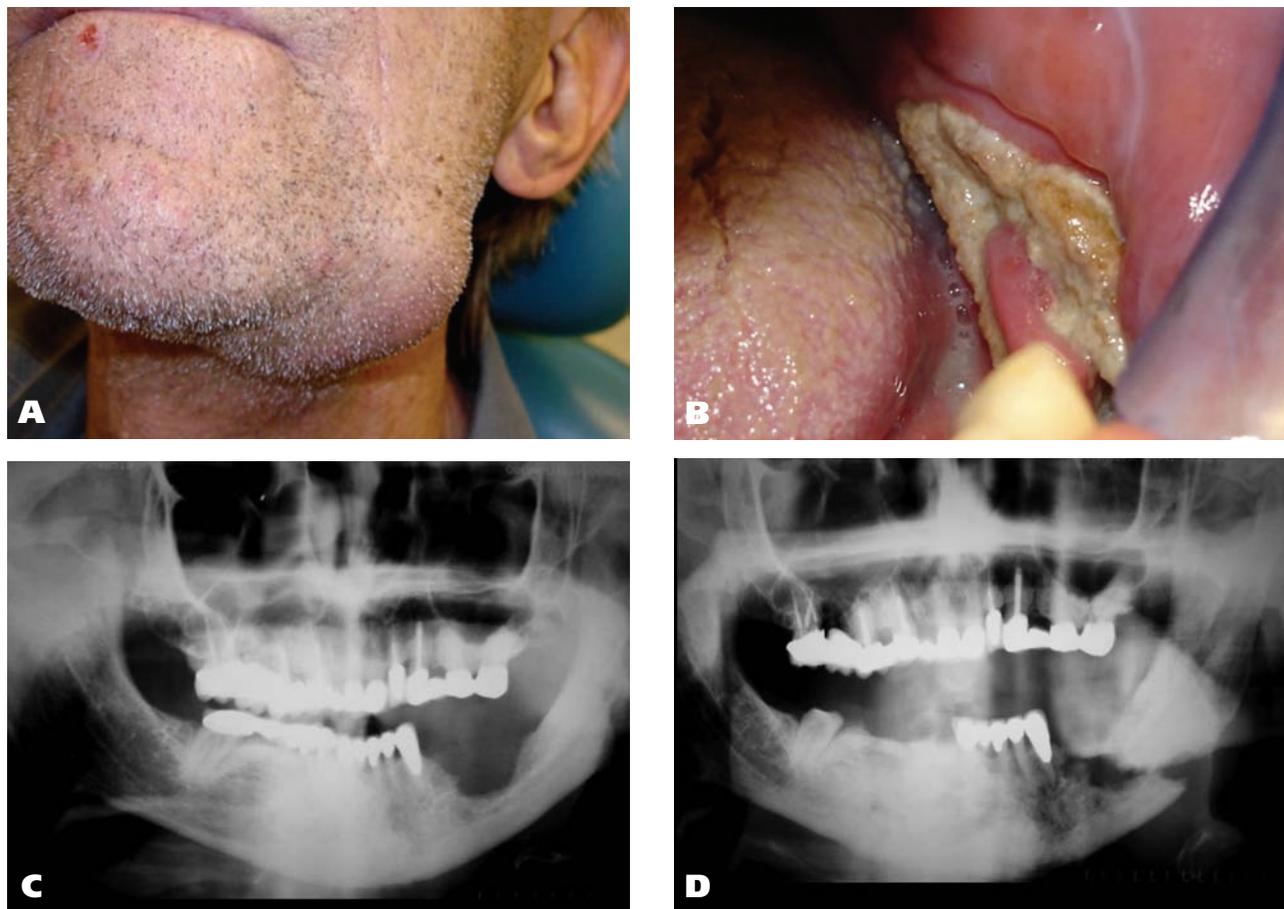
Paciente com mieloma múltiplo que utilizou pamidronato e ácido zoledrónico, durante pelo menos quatro anos. Este paciente deu entrada de emergência na clínica com grande edema e dor no lado esquerdo da mandíbula (A). Palpação na área era sugestiva de fratura. O exame intraoral revelou uma extensa área de osteonecrose (B) e as radiografia panorâmicas (C e D) mostram a mesma área da mandíbula num espaço de seis meses, em que a osteonecrose progrediu para fratura. A fratura foi cirurgicamente estabilizada. Confirmou-se a presença de um plasmocitoma na área (D). O paciente encontra-se agora a fazer uma terapia de oxigénio hiperbárico, como preparação para a radioterapia. Fotos reproduzidas com permissão do Doutor Steven I. Kaltman, Universidade de Nova Southeastern, Fort Lauderdale, Fla.
